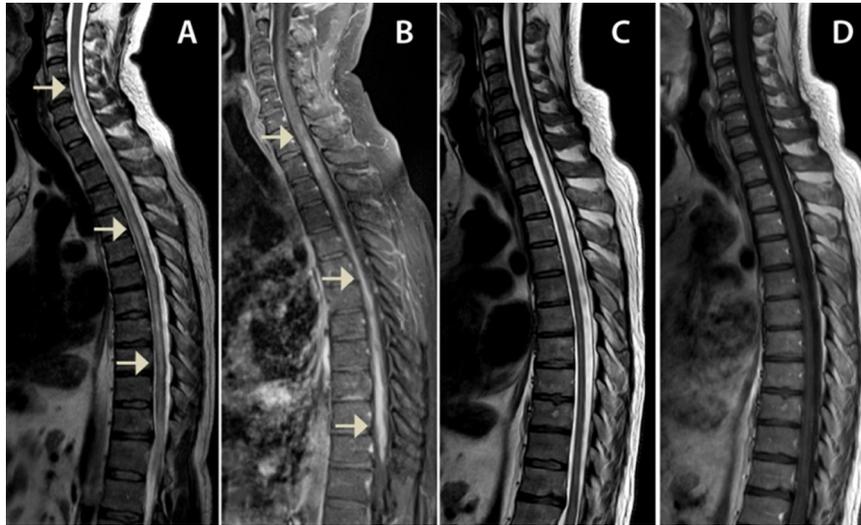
IRM de columna total. A. Secuencia T2 muestra una lesión longitudinalmente extensa que compromete el cordón medular desde el segmento C4 hasta el cono medular. B. secuencia T1 contrastada evidencia importante captación del medio de contraste (flechas blancas). C, D Secuencias T2 y T1 contrastada pos-tratamiento muestran resolución marcada de las lesiones y de la captación del medio contraste en todo el eje espinal.
